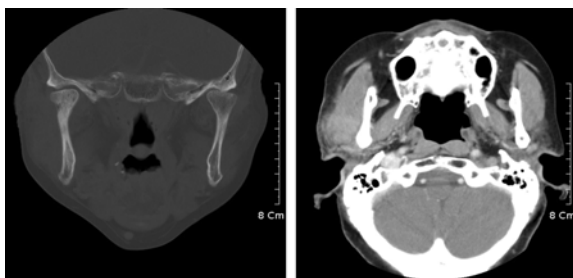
Computed tomographic image
